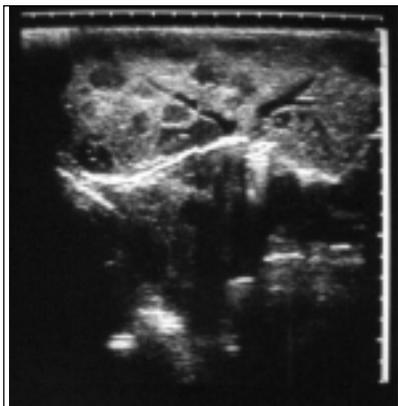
Ecografia epatica: emangioma del lattante. Parenchima epatico con numerose aree focali ipoecogene ad aspetto nodulare.
